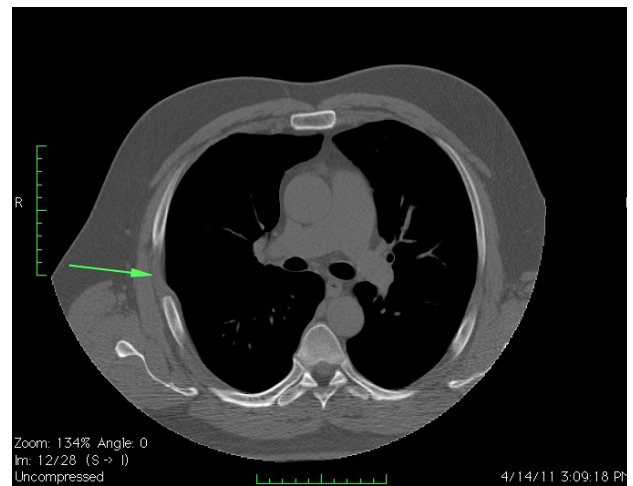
Tomografía axial computarizada sin contraste, ventana de tejidos blandos. Se señala el sitio de la lesión, que no presenta gran reacción de periostio ni de secuestro. No se observan lesiones adyacentes ni otro tipo de metástasis.
